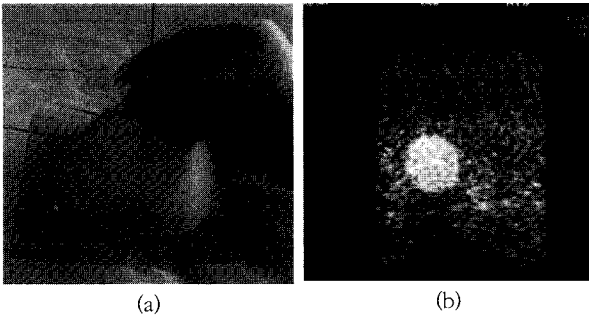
생검용 유방초음파 팬텀과 초음파 영상
